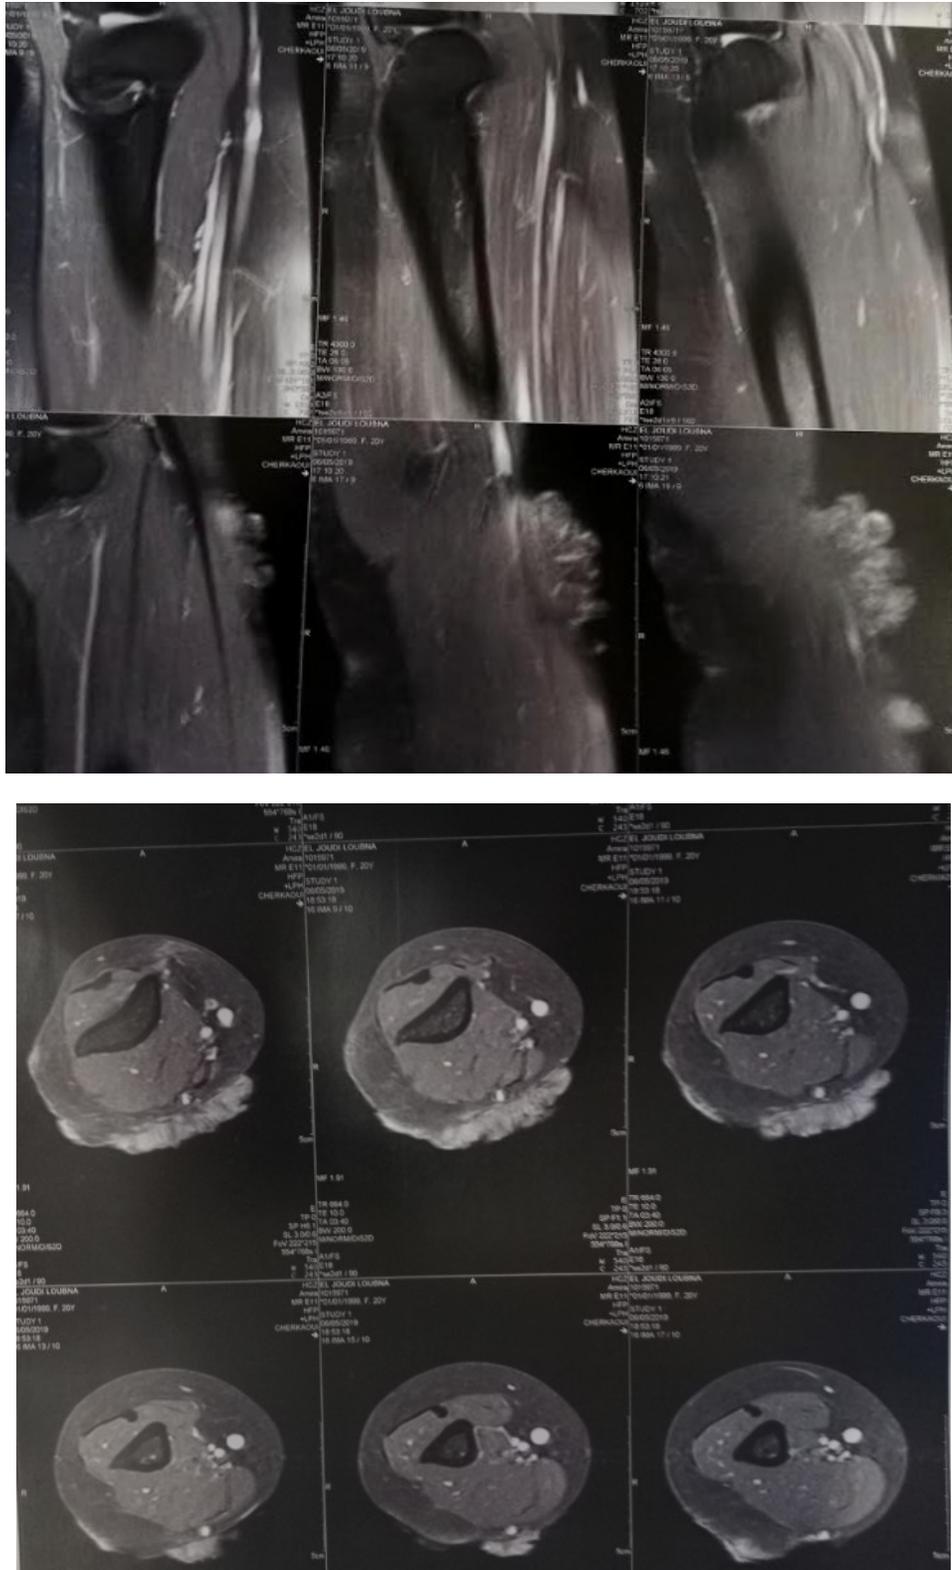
Résultat de l'IRM du coude droit.
